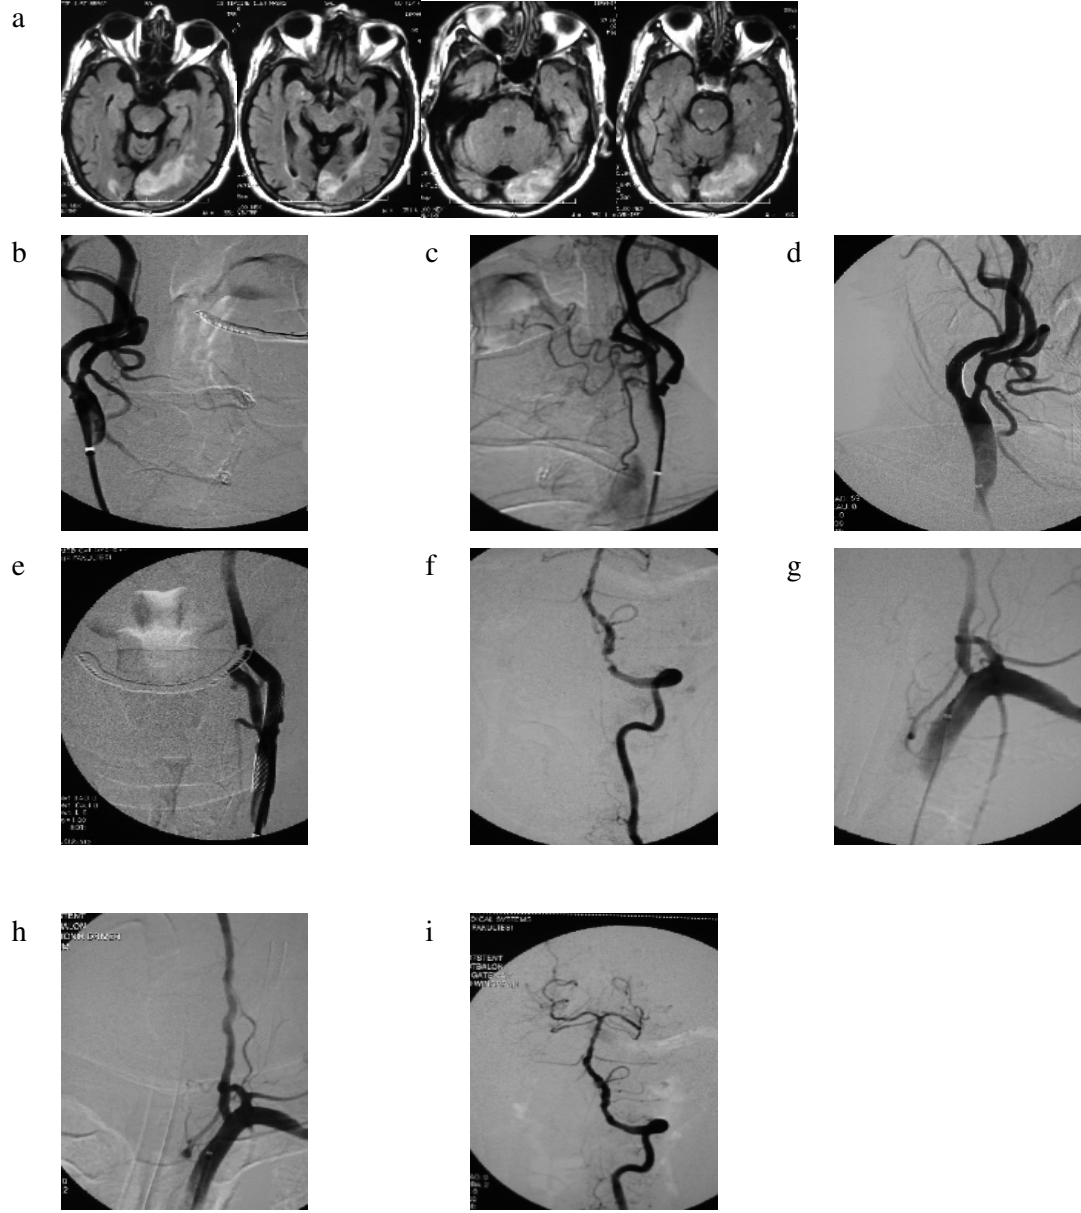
Olgu 5 İşlem öncesi T2 ağırlıklı aksiyel MRG’de sağ frontotemporoparietal kronik enfarkt ve beyaz cevher iskemisi görülen (a) hastanın sol ana karotid (b), sol internal karotid (c), sol vertebral arter V1 segmentinde (d) stenozları olan hastanın stentleme sonrası stenozların giderildiği görülmektedir (e-f).
